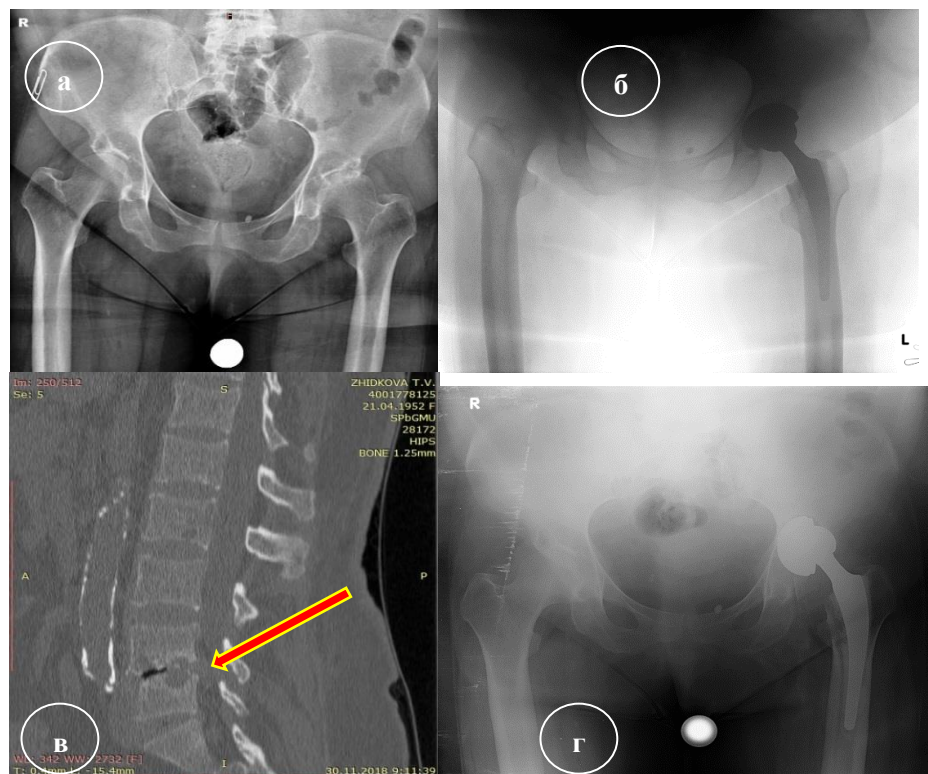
Данные лучевых исследований пациентки Ж., 57 лет, с диспластическим коксартрозом слева на фоне терминальной стадии ХБП: а – первичные рентгенограммы; б – после эндопротезирования левого тазобедренного сустава; в – МСКТ поясничного отдела позвоночника (через 6 месяцев после операции в связи с болями проводился диагностический поиск причины болей, обнаружена деструкция тел и межпозвонковых дисков на уровне L4-L5, после биопсии – отложения фракций β -2-микроглобулина, наиболее характерных для картины амилоидоза); г – обзорная рентгенограмма таза через 6 месяцев после операции, обнаружена нестабильность и миграция ацетабулярного компонента (неоднократные посевы синовиальной жидкости – без патологического роста)
